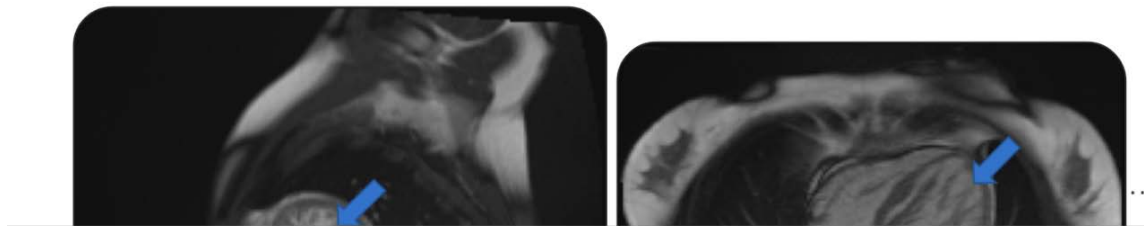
Images IRM en télédiastole montrant les importantes trabéculations apicales (flèches).
